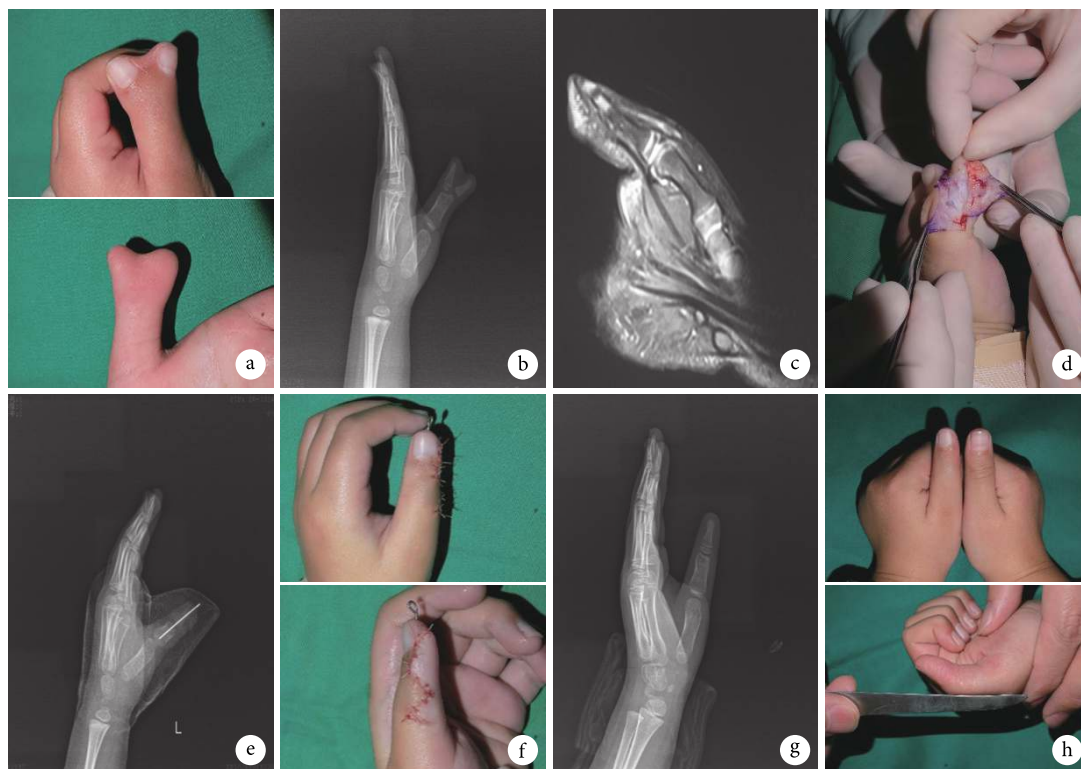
患儿,男,6岁,左手指间关节融合型复拇畸形 a. 术前外观; b. 术前X线片; c. 术前MRI示多指与近节关节面融合,无关节间隙存在; d. 术中见桡侧指间关节通过软骨与近节指骨融合; e. 术中截骨矫形内固定后X线片; f. 术后即刻外观; g. 术后17个月X线片; h. 术后17个月拇指伸屈功能
